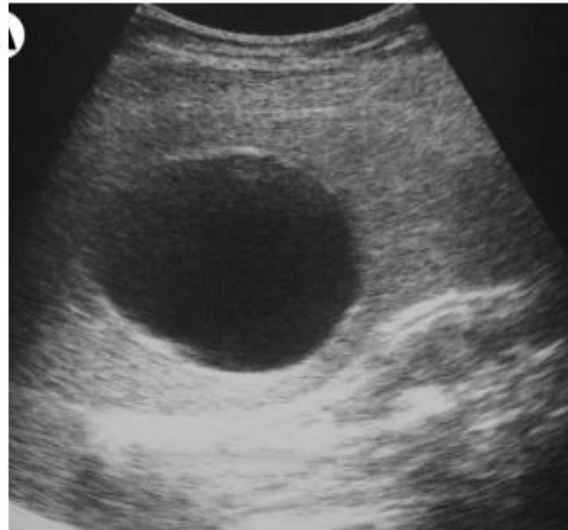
image échographie m.e.e un kyste hydatique splénique type I
